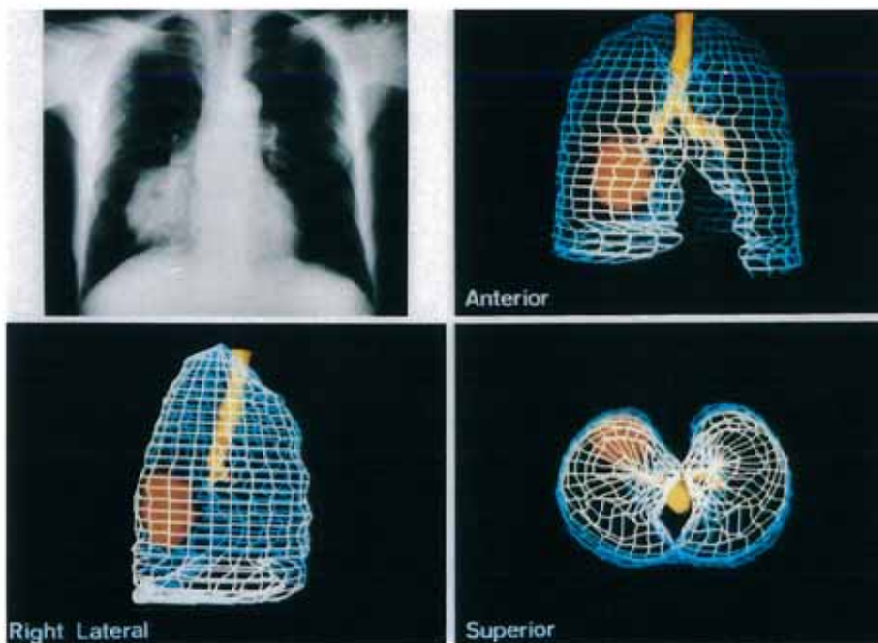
Three dimensional display of lung cancer. Chest X-ray film (Upper left) shows lung cancer in the right lower lung field. Lung cancer is shown as red solid model, and trachea and bronchus as brown. Wire-frame models show lungs.
